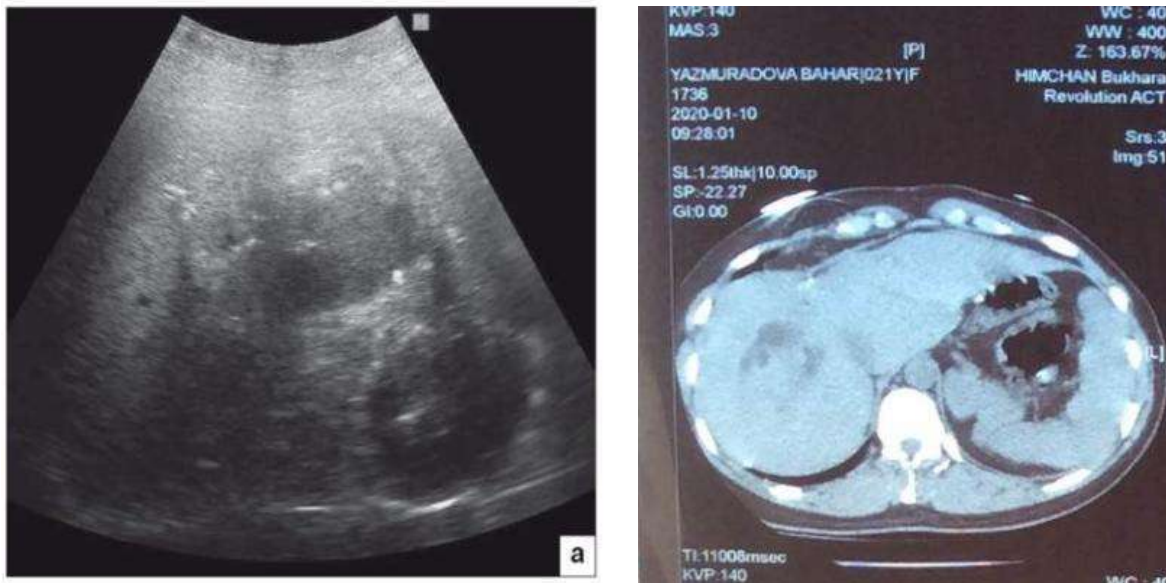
Больная Б. При УЗИ исследовании и МСКТ печени выявлено интрапаренхиматозное расположение полостного образования размером до 5 см.
